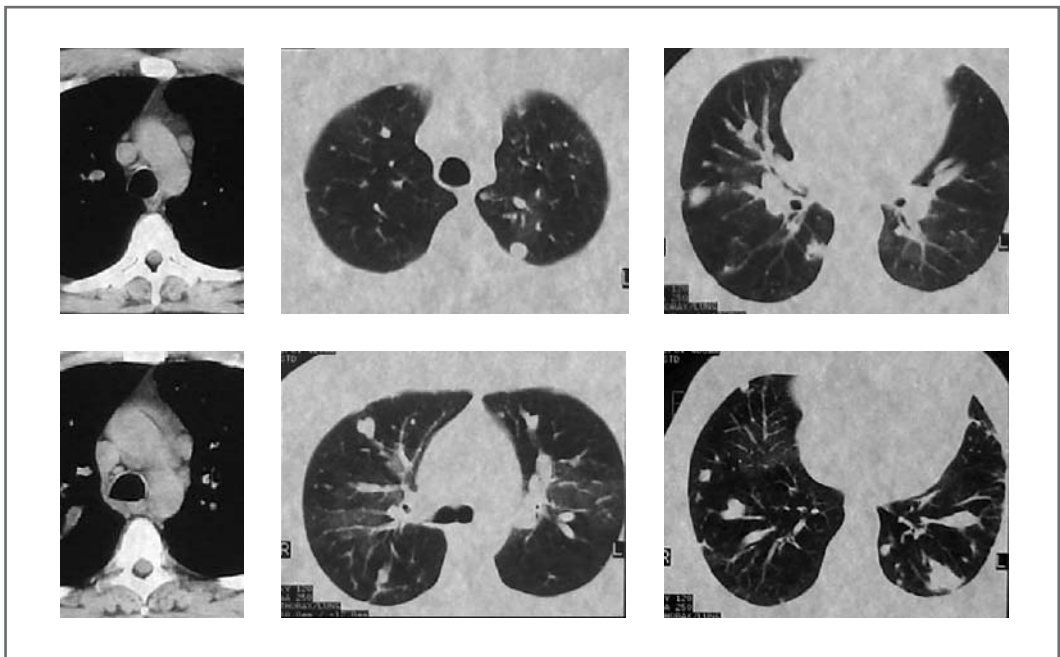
TAC Tx. Adenomegalias mediastinales. Nódulos pulmonares múltiples y bilaterales
